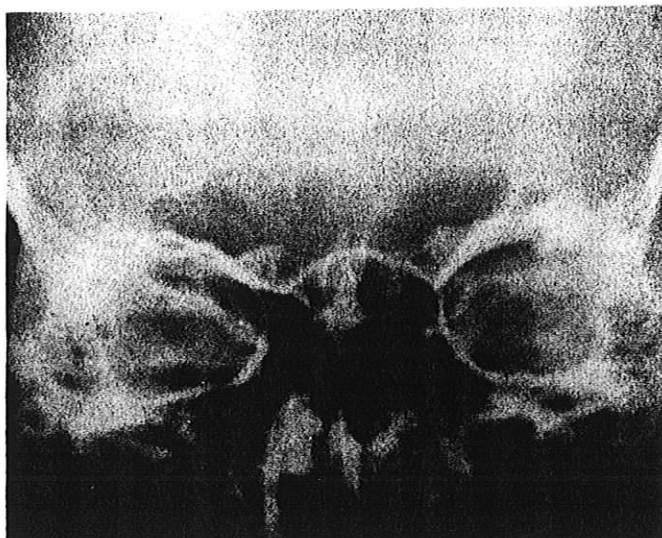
Cas n°4 : Radiographie ante mortem
